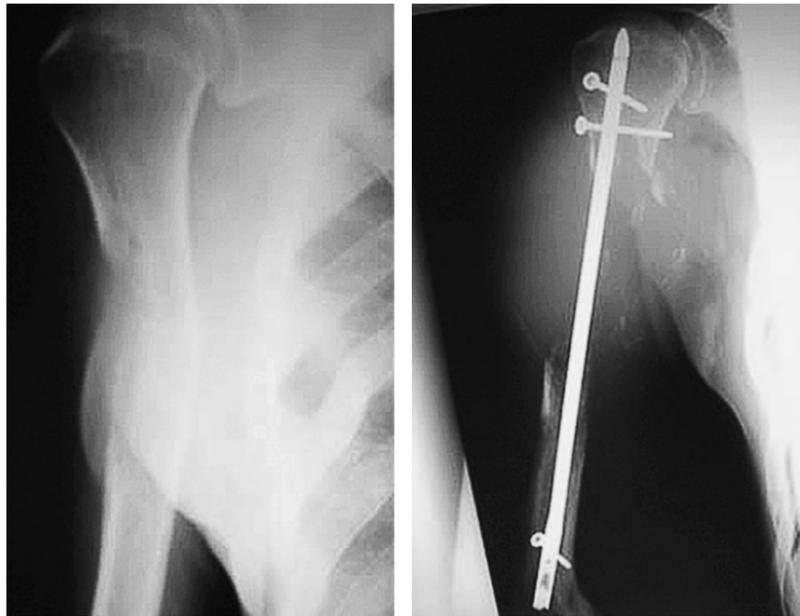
Metástasis de carcinoma de pulmón en el húmero, tratada mediante clavo en cerrojado. La progresión de la lesión implica el riesgo de fallo del montaje. (A) Imagen de la lesión antes de la cirugía. (B) Radiografía tras la intervención
